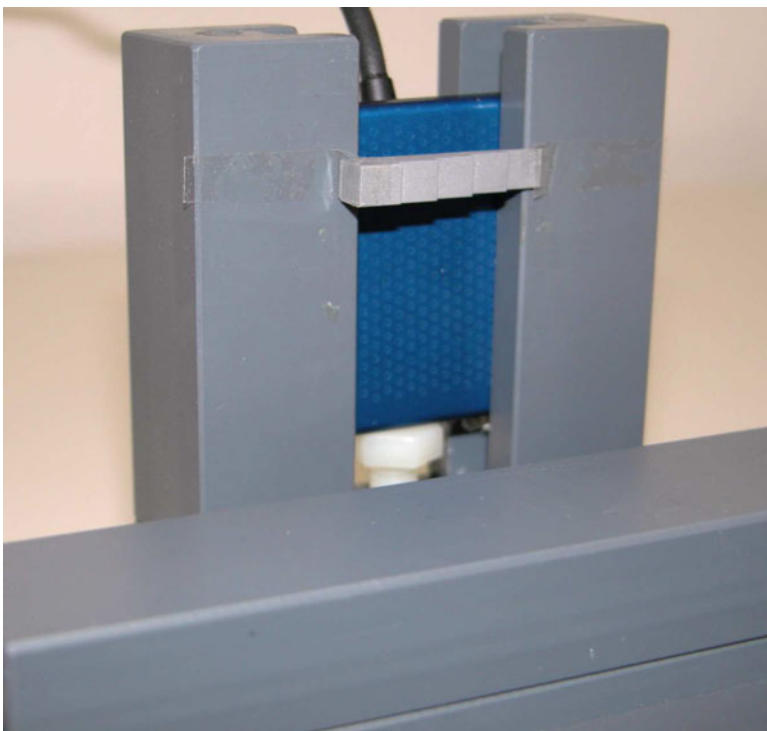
Digitaler Röntgensensor in Röntgenapparatur, Aluminiumtreppe vor dem Schacht fixiert
